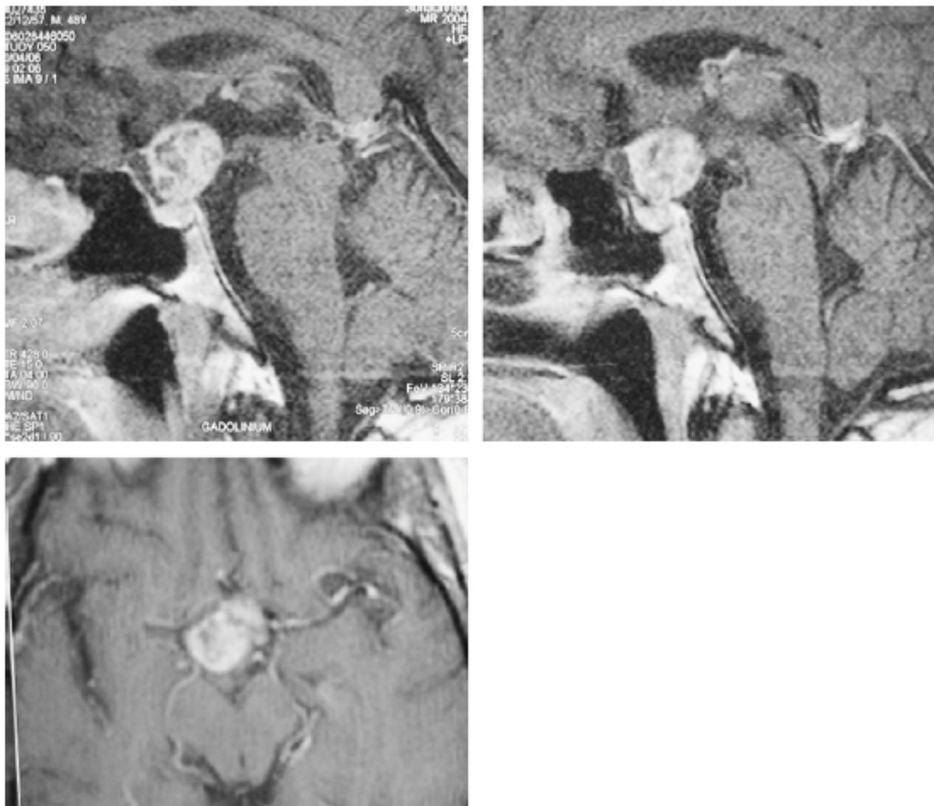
IRM, séquence en T1 avec injection de gadolinium : craniopharyngiome suprasellaire.
